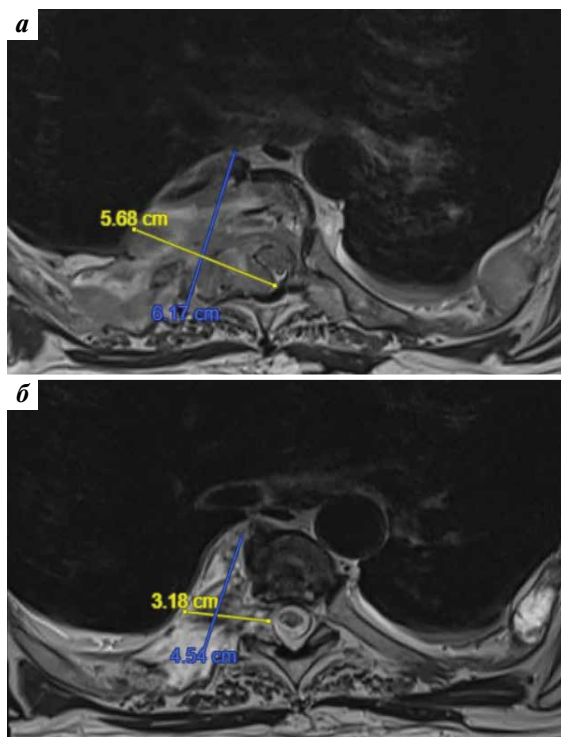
Магнитно-резонансные томограммы грудного отдела позвоночника на уровне Th_5 – Th_6 -позвонков: а – перед началом терапии; б – контрольное исследование через 10 мес (после 15 введений даратумаба)
